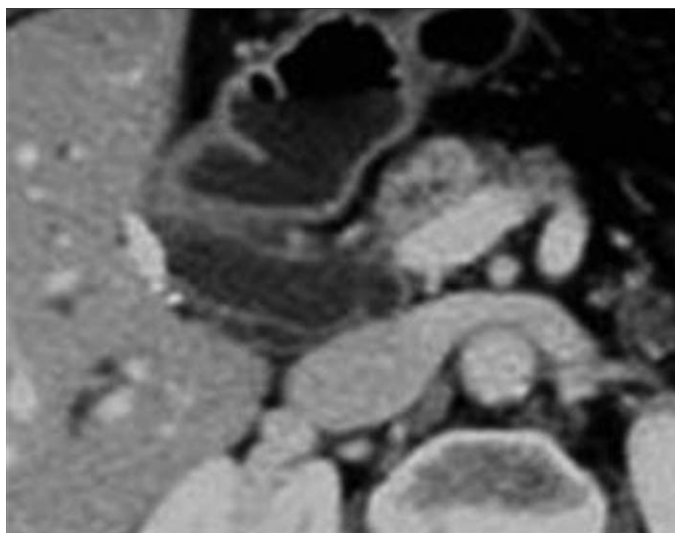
TIPMP dégénérée du canal principal avec bourgeon endocanalalaire. Carcinome *in situ*. TDM. Le canal principal est mesuré à 2 cm de diamètre. Il contient un bourgeon centimétrique intraluminal.
